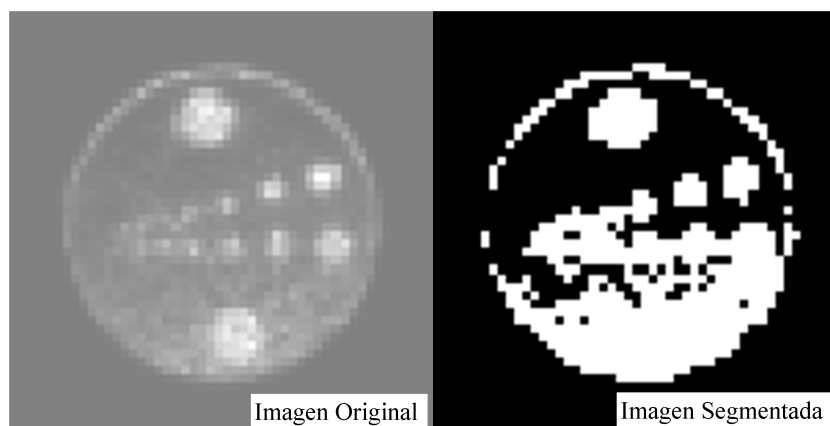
Segmentación de imágenes por el método de Otsu. A la izquierda, imagen PET del slice central de un fantoma NEMA de cilindros en uve, adquirida en el tomógrafo comercial General Electric Discovery STE (®) en FUESMEN. A la derecha, imagen segmentada por umbralamiento mediante el método de Otsu.
